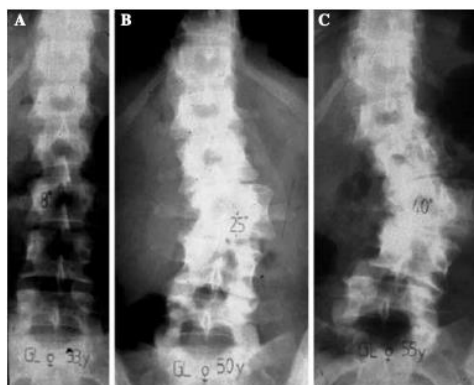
Radiografía de pacientes con escoliosis tipo c (A: Adulto de 33 años, B Adulto de 25 años, C Adulto de 55 años)
